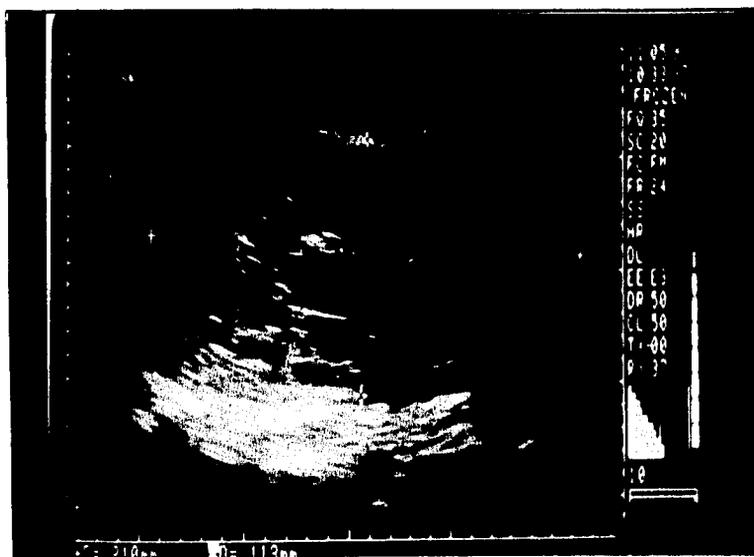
Ultrasonido renal, se observan múltiples quistes renales, uno de ellos con hemorragia.
